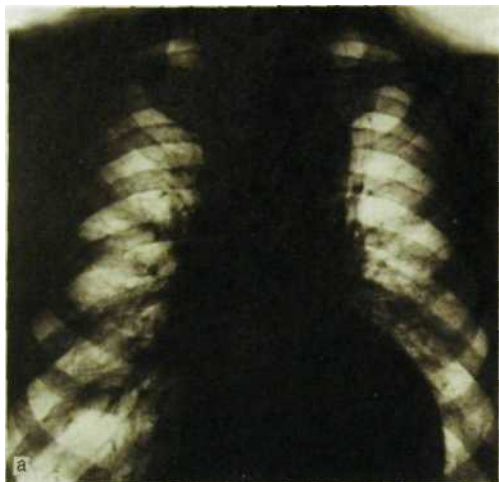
Ш.73. Сочетанный аортальный порок сердца. Аортальная форма сердца, увеличение левого желудочка, расширение восходящего отдела и дуги аорты, а — рентгенограмма в прямой проекции; б — в левой косой.
